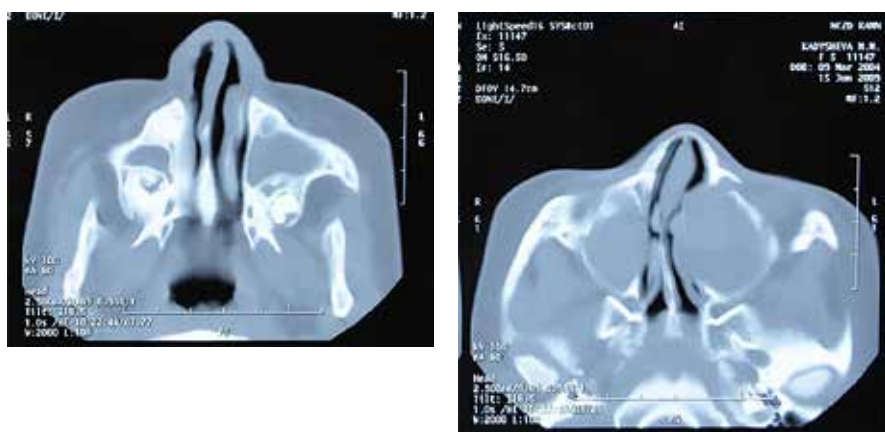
На томограмме придаточных пазух носа определяется полипозный пансинусит.
